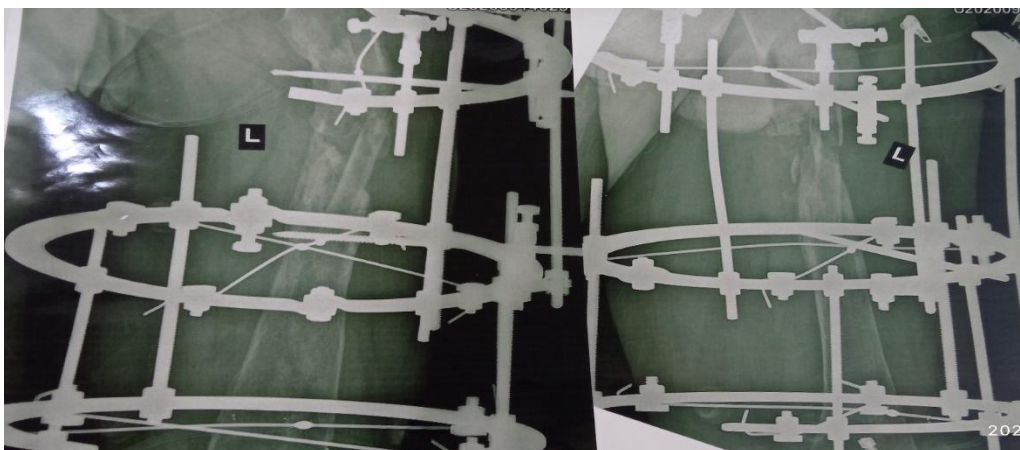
Рентгенография бедренной кости больного Ш. через год
